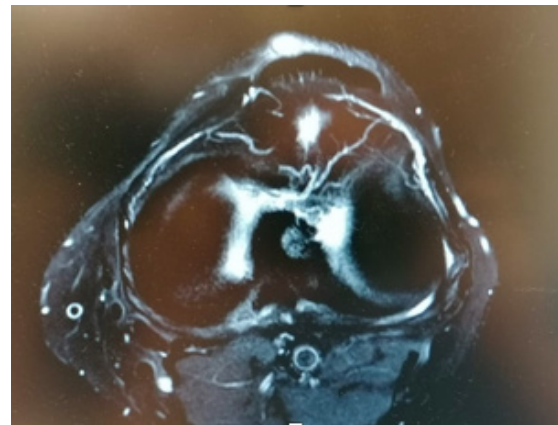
Pre-op axial T2 MRI images of knee with soft tissue mass
